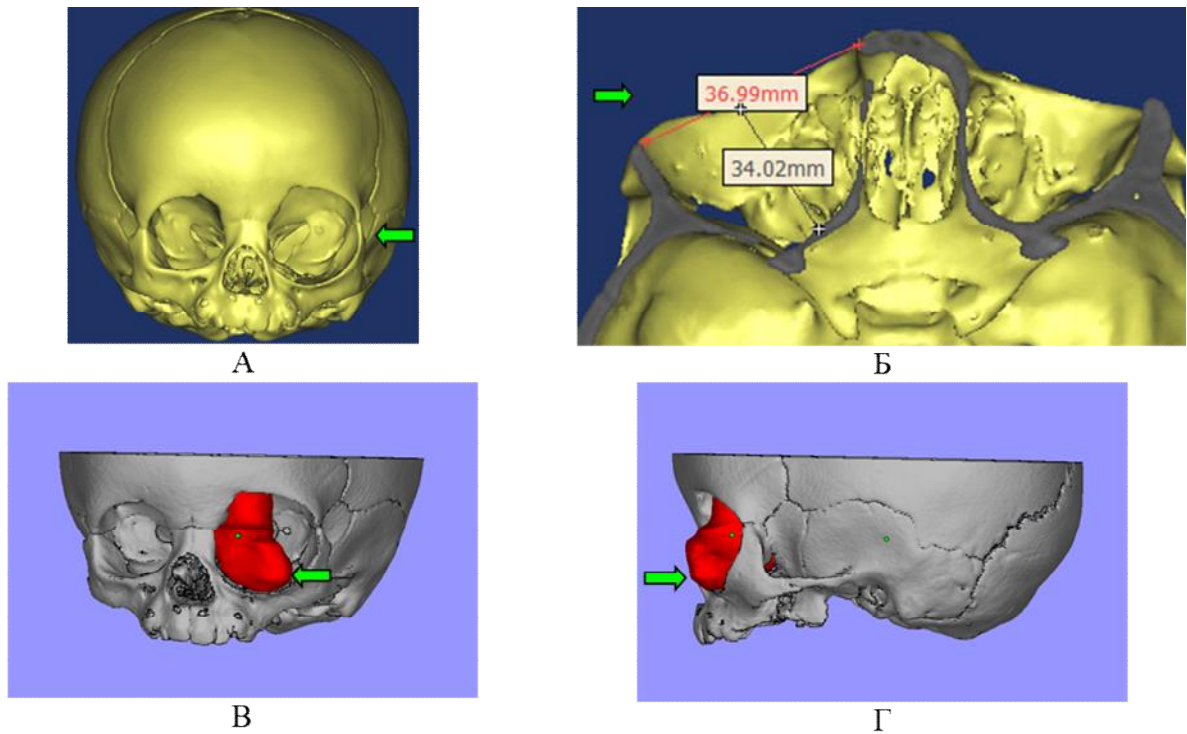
Пациент Н-в, 1 г. 5 мес., КТ-3D-изображение черепа с назоорбитальной черепно-мозговой грыжей: А-в передней проекции стрелкой указана деформация левой глазницы, её увеличение, Б – 3D-реконструкция (аксиальная проекция), стрелкой указан увеличенный размер глазницы, В – КТ-3D-реконструкция с моделированным грыжевым мешком, (полуаксиальная проекция, Г – боковая проекция) стрелками указан грыжевой мешок в области левой глазницы
